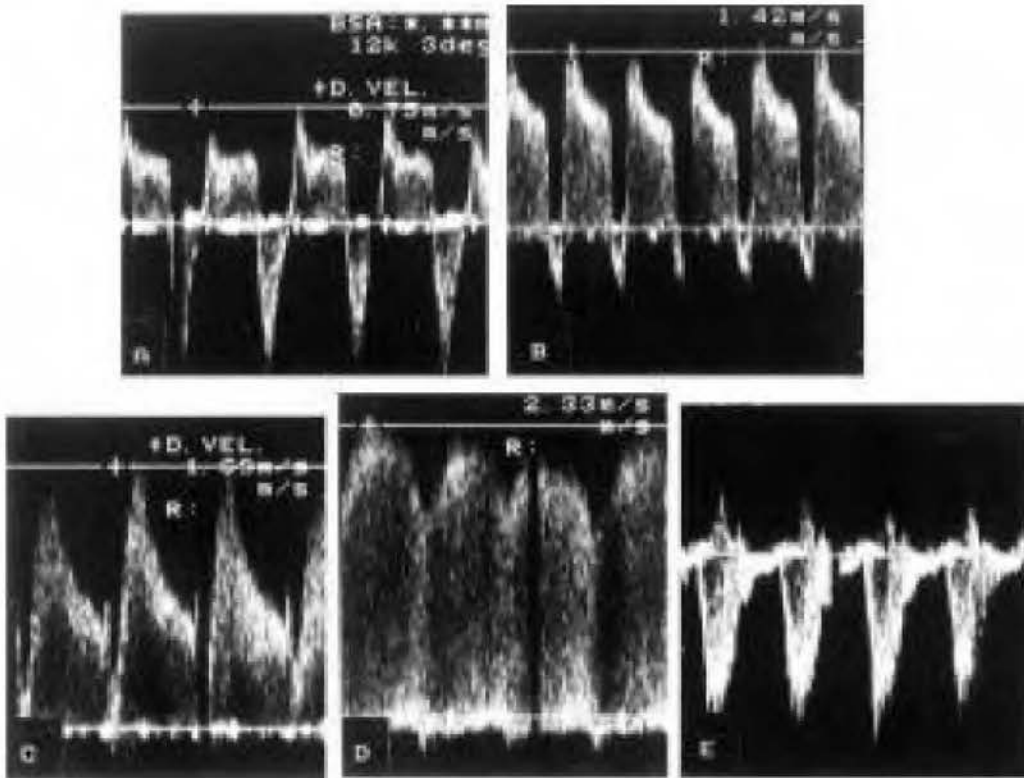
Cuatro patrones de flujo transductal por Doppler y en contraste el patrón de CA cerrado. A: patrón de hipertensión arterial pulmonar; B: patrón de disminución de las resistencias pulmonares (crecimiento); C: patrón pulsátil; D: patrón (de cierre) restrictivo; E: patrón de CA cerrado.
